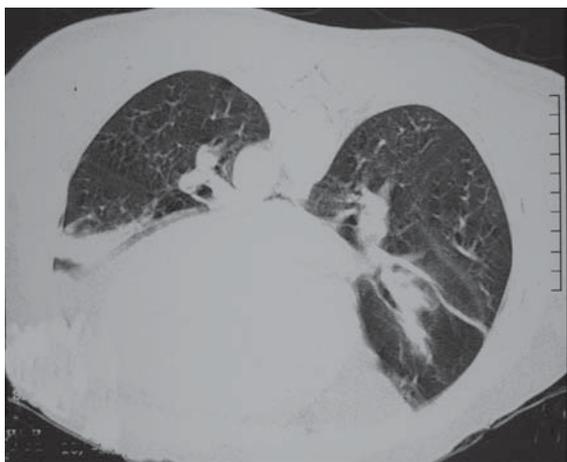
Tomografia computadorizada de tórax em decúbito ventral. Notar opacidades homogêneas em bases pulmonares, compatíveis com áreas de colapso pulmonar, provavelmente devidas à hipoventilação
